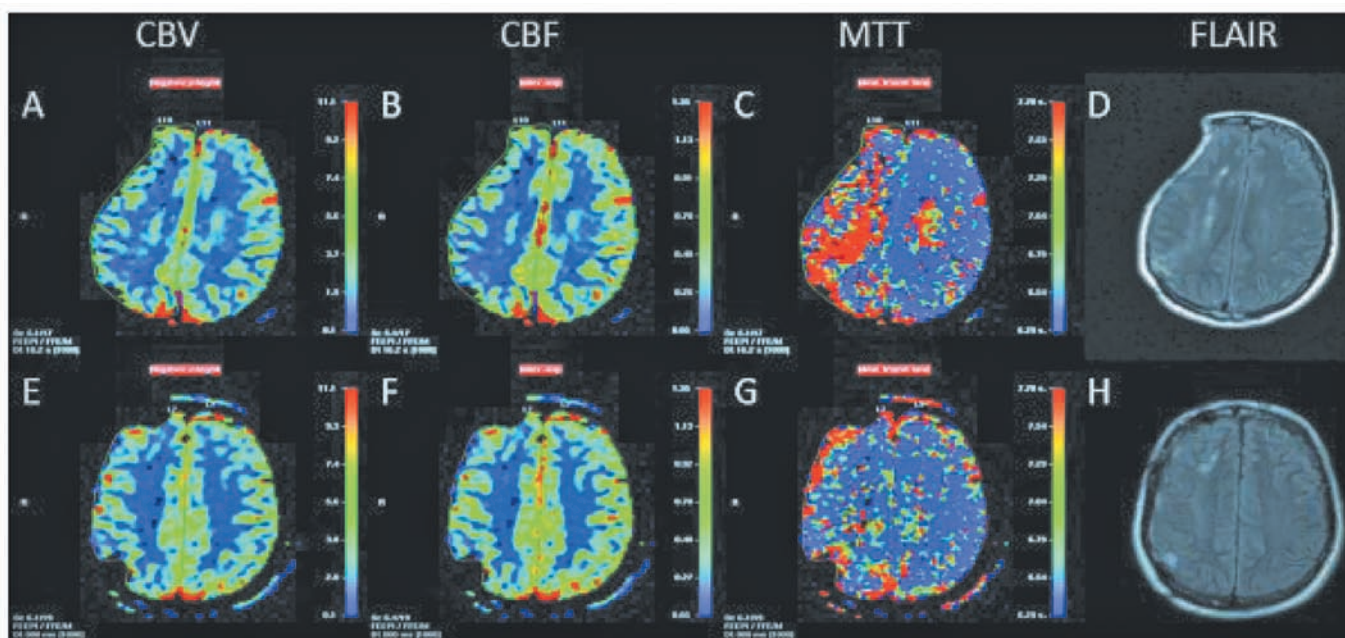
Перфузионная МРТ у пациента с последствиями перенесенной ЧМТ и обширным дефектом черепа после декомпрессивной трепанации черепа. А-Д — до проведения пластики дефекта черепа. Выраженное снижение объемной скорости мозгового кровотока, церебрального объема крови и увеличение среднего времени транзита крови на стороне декомпрессии. Е-Н — после проведения пластики дефекта черепа. После закрытия дефекта отмечаются нормализация мозгового кровотока и снижение среднего времени транзита крови до нормальных значений на стороне операции.
